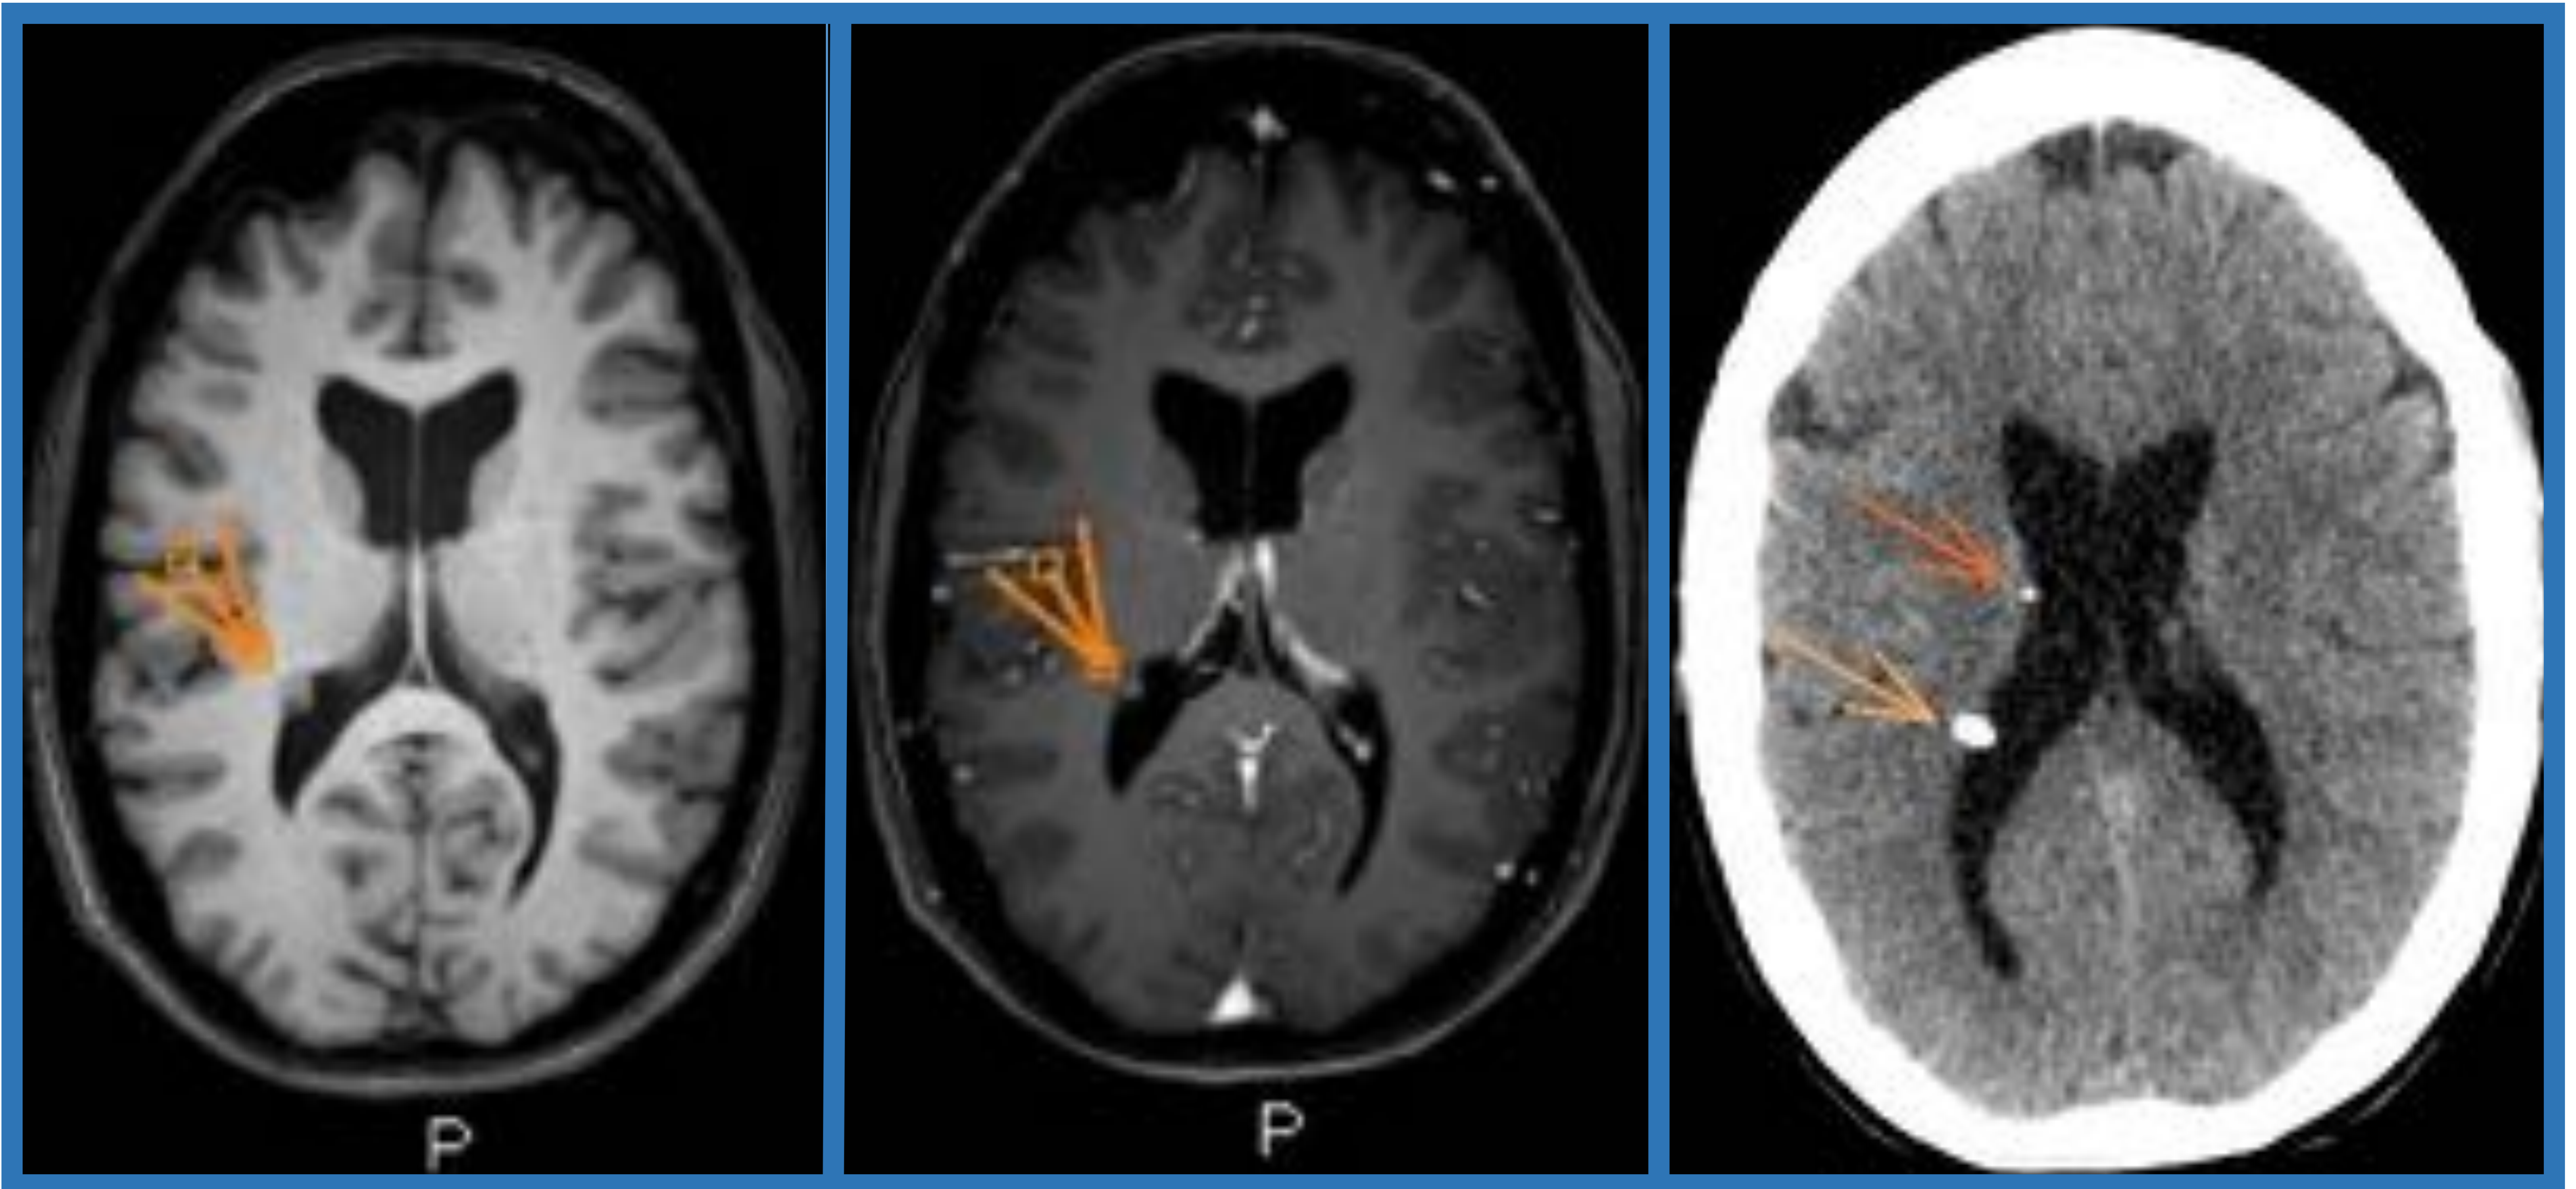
Nódulos intraventriculares calcificados y subcentimétricos, compatibles con hamartomas subependimarios. *Secuencias: axiales T1 SC, T1 C+. TC de cráneo SC en plano axial.*
